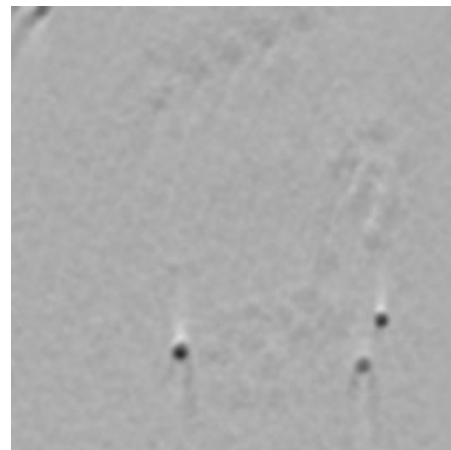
Une coupe de l'image tomographique des cellules eucaryotes.
